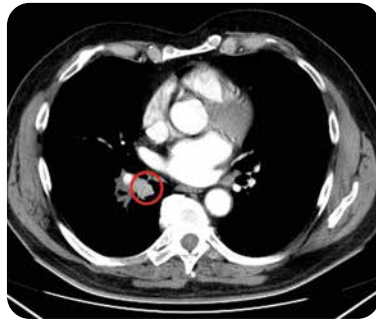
Computertomografie:
